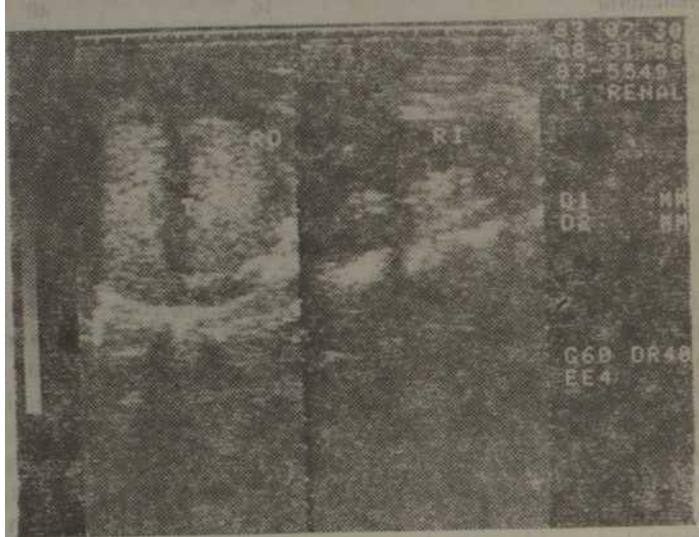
Ecografía renal. Zona ecogénica tumoral que ocupa la casi totalidad del riñón derecho.
